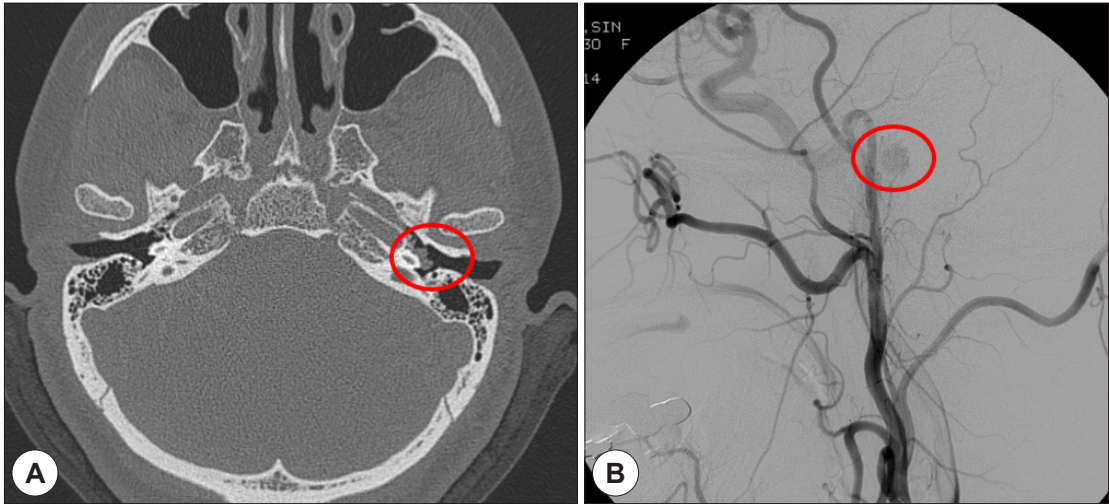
좌측 고실 사구층 환자의 측두골 단층 촬영 (A) 및 TFCA (B) 소견.
